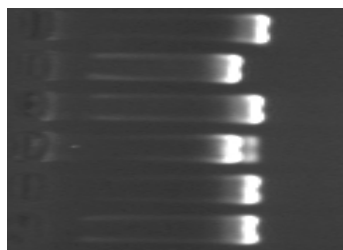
Fragment de gel examinat în lumină ultravioletă polimorfismul -590 C>T al IL4: CC - 1,2,4,6, CT 3; TT - 5.
